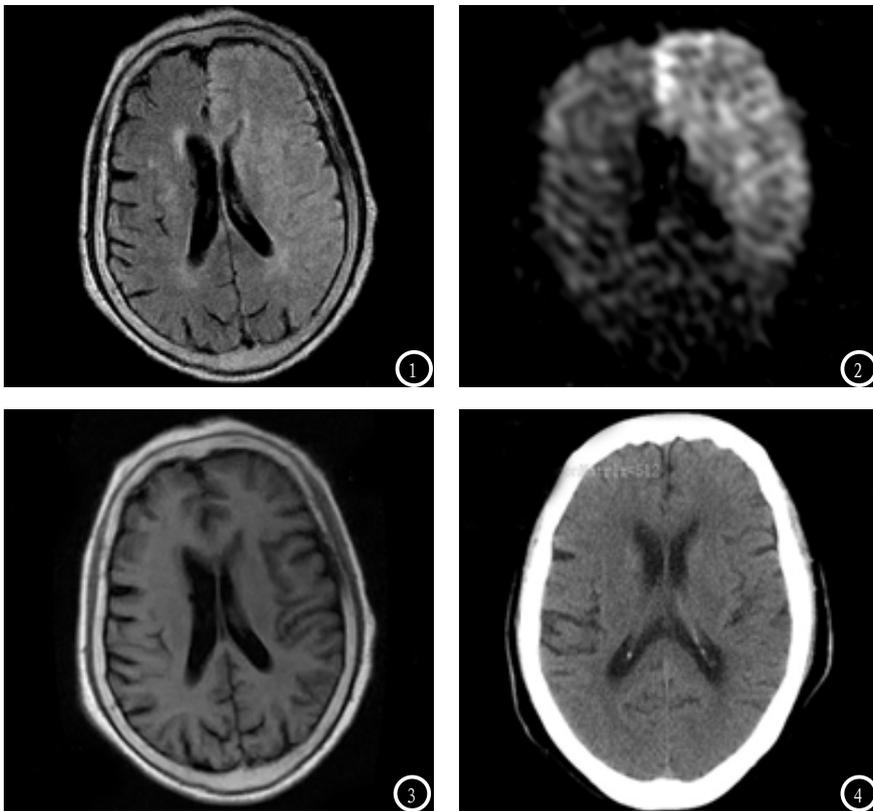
左侧额颞顶叶基底节区、基底节区大片急性梗死, FLAIR、DWI高信号, T1WI稍低信号, CT仅显示部分脑沟稍模糊。
